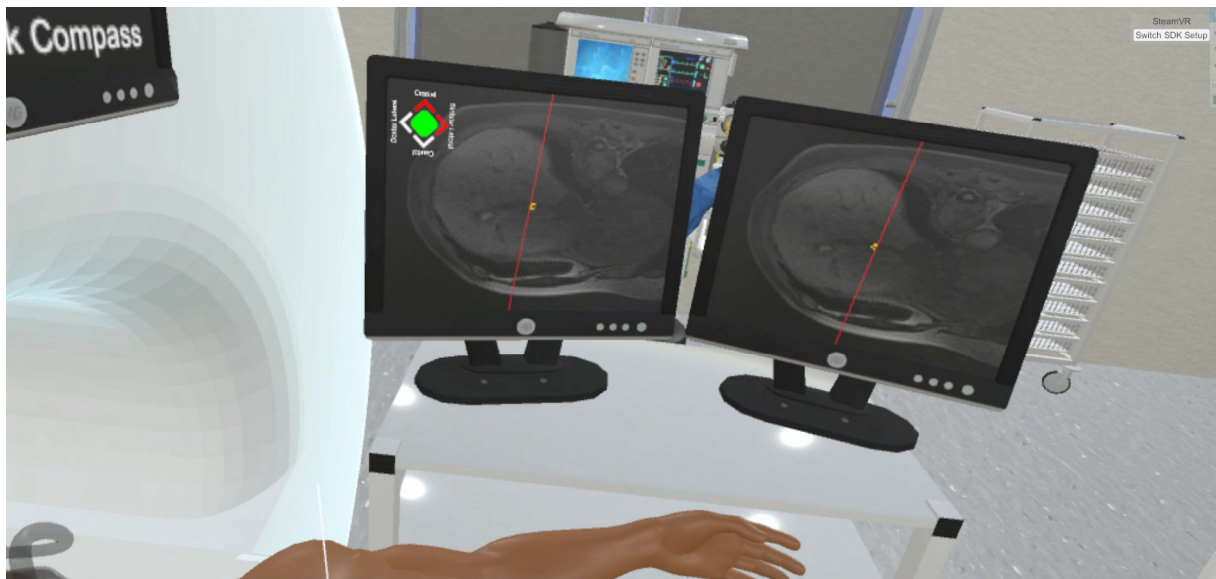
Gewählte Position und Orientierung anhand des MRT-Bildes, Kompass leuchtet grün, da Verlängerung der Nadel Tumor trifft
